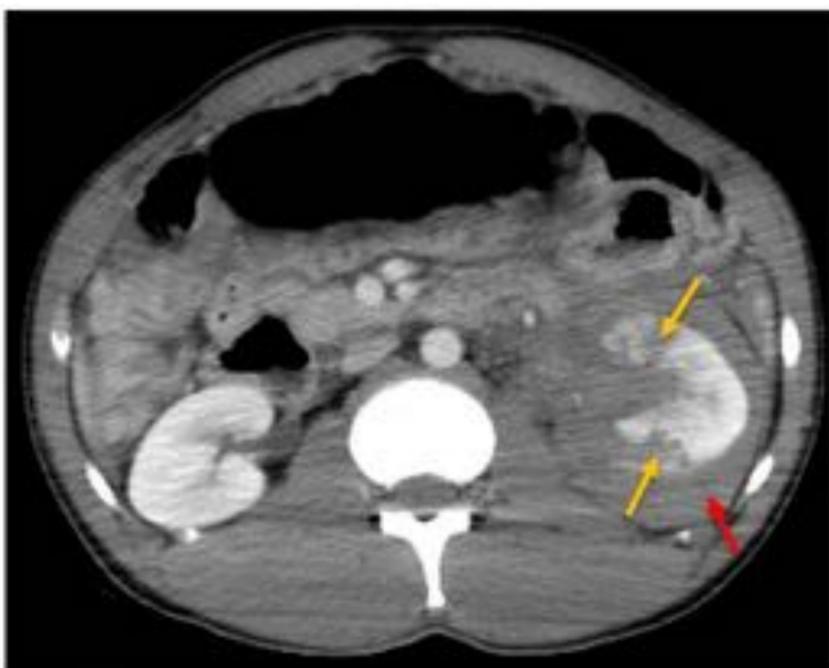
Corte axial de TC abdominal con contraste iv. Traumatismo renal izquierdo con laceraciones (flechas amarillas) y hematoma perirrenal (flecha roja).
